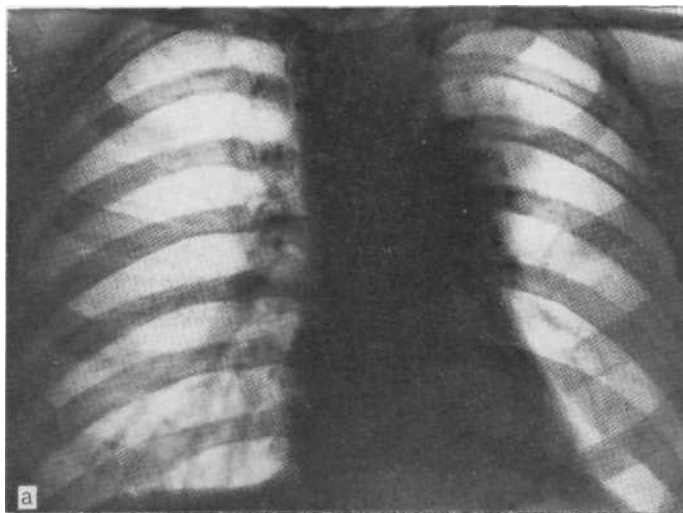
Обзорная рентгенограмма (а) и прямая бронхограмма в прямо проекции (б) больного с доказанным на операции туберкулезным пневмонитом. Вся верхняя доля слева резко уменьшена в объеме, в ней имеются петрификаты. Справа в первом межреберье туберкулезный очаг. На бронхограмме отчетливо видны две культы верхнезонального и переднезонального бронхов.
